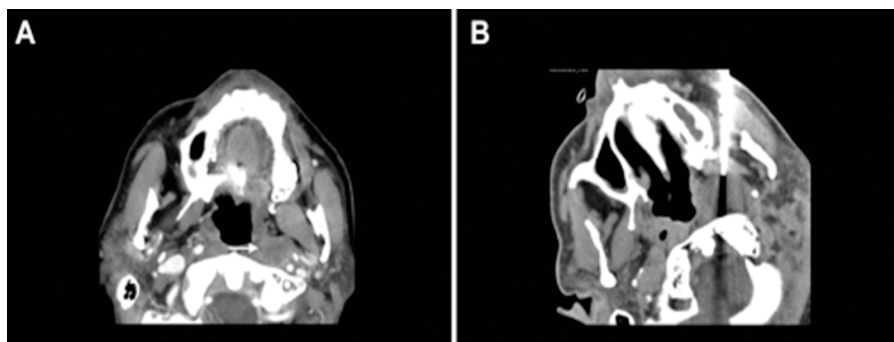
Категория NI-RADS 3: назальная рабдомиосаркома слева (А). КТ с КУ через 12 месяцев показывает новый участок некроза в позадиглоточном лимфоузле слева (стрелка). Из-за патологических изменений структуры лимфатического узла можно сразу установить категорию NI-RADS 3 (В.) Биопсия под контролем КТ подтвердила рецидив [21]
